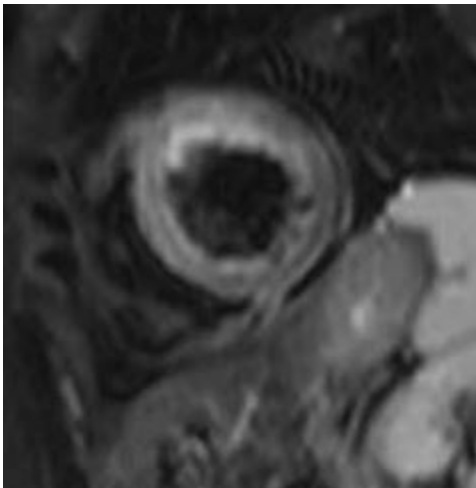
Lesión isquémica en cara lateral de VI con cambios de metaplasia grasa. Realce subendocárdico en cara lateral de segmentos basales, medios y apical. Correlación con TC sin CIV donde se identifican depósitos de densidad grasa subendocárdico.
